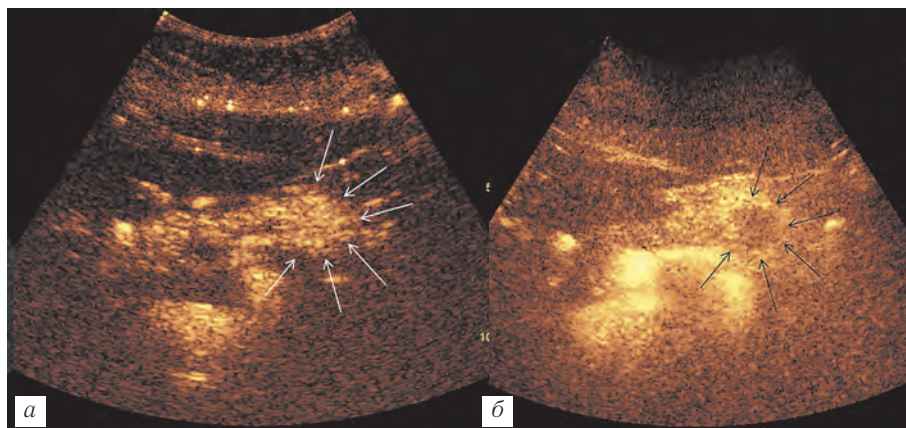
Трансабдоминальное УЗИ с контрастным усилением. Инсулинома тела поджелудочной железы: *а* — ранняя артериальная фаза. Гиперконтрастное образование относительно паренхимы тела поджелудочной железы (указано белыми стрелками); *б* — венозная фаза. Режим максимального усиления. Гипоконтрастное образование относительно паренхимы поджелудочной железы (указано черными стрелками).
